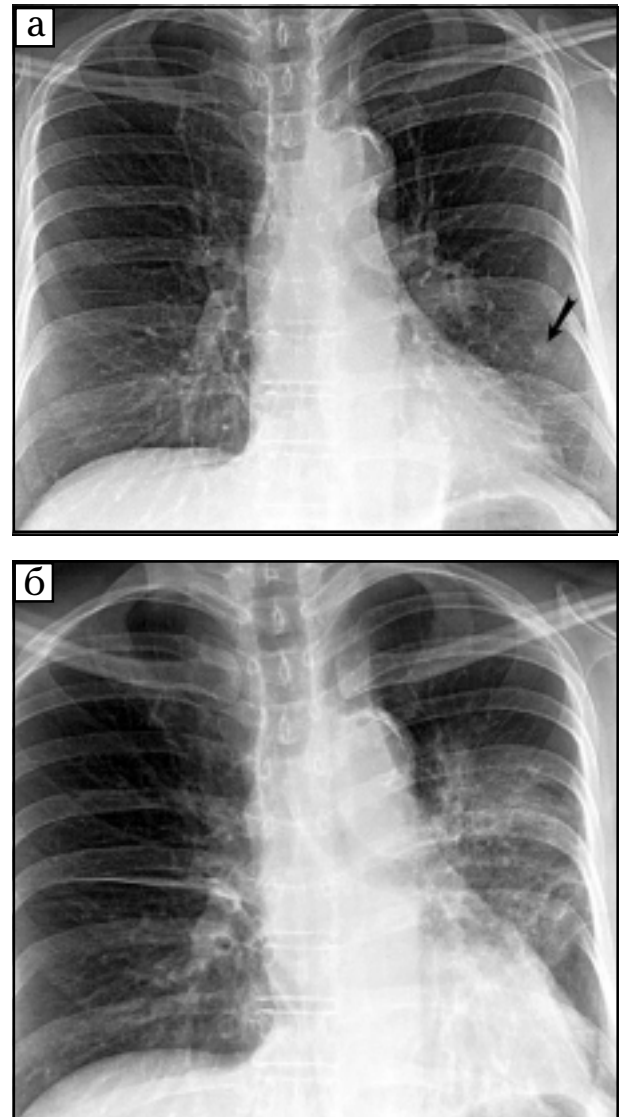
Рентгенограма хворого на рак лівої легені у стадії ІІВ: а — до радіотерапії, б — через 2 міс після радіотерапії: ознаки радіаційного пульмоніту
